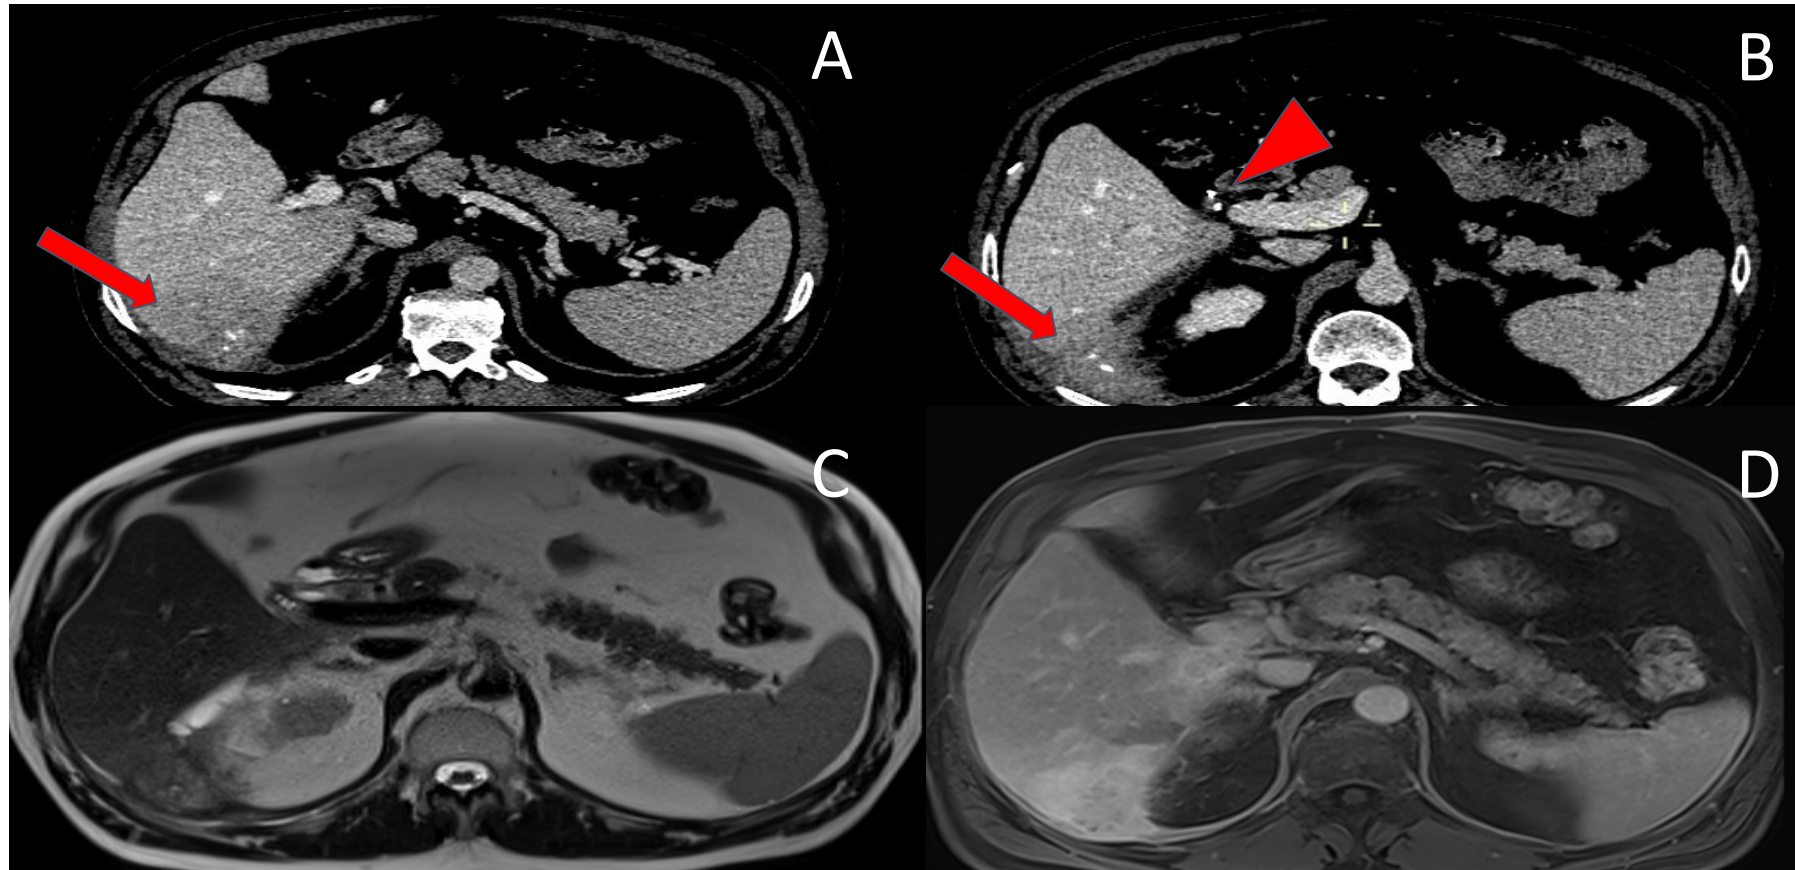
Material retenido. Paciente con dolor abdominal irradiado a hipocondrio derecho. (A-B) TC y (C-D) RM con contraste: dos lesiones hepáticas/perihépáticas en segmento VI, localizadas en el borde medial y en planos posteriores al lecho quirúrgico, así como en la punta hepática (flechas en A y B), compatibles con cambios inflamatorio-flemonosos. En su interior se identifican calcificaciones sugestivas de litiasis biliares retenidas/migradas durante la cirugía. Asociado conducto cístico de implantación baja con pequeña litiasis enclavada en su remanente (punta de flecha).
